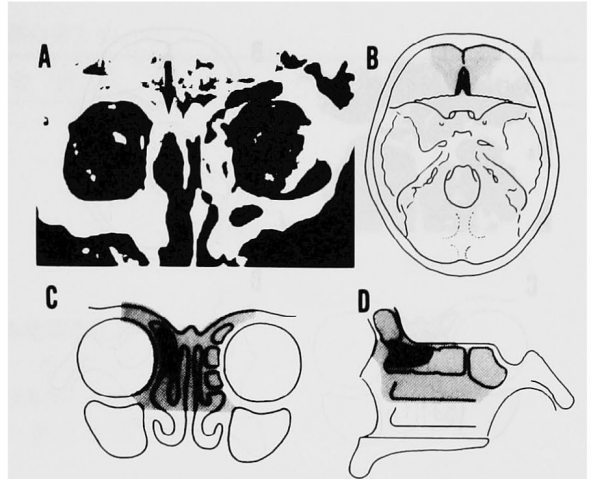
症例E3のCT像(A), 病巣(黒ぬり)と切除(灰色)の範囲(B, C, D).
